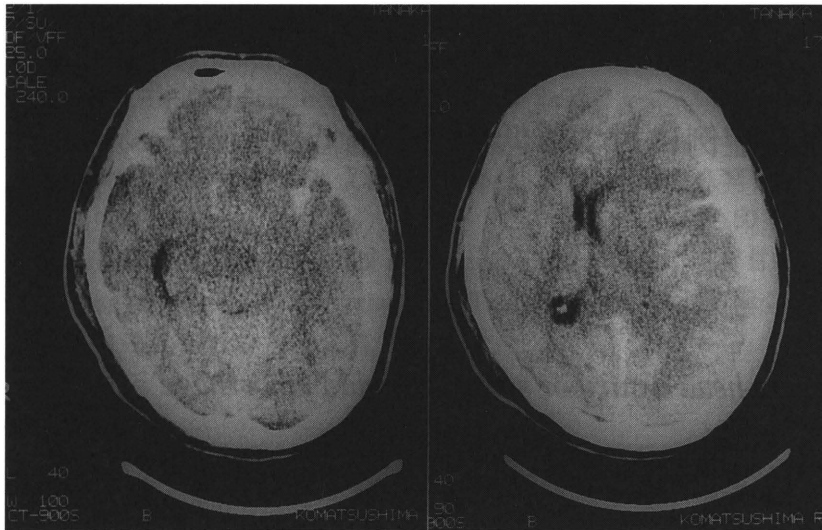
来院時のCT：左側に急性硬膜下血腫と脳挫傷を認め正中は右方に偏倚している。脳底槽は消失している。
